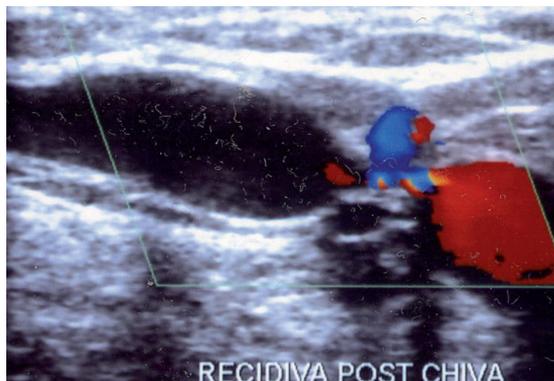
EcoColorDoppler di recidiva dopo intervento di CHIVA. Reflusso nella vena grande safena per fenomeni di neoangiogenesi attorno alla sede di pregressa legatura.
